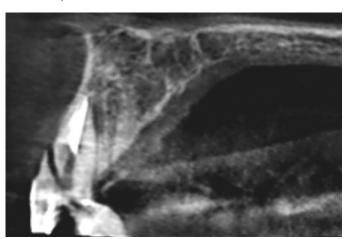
Сагиттальный срез 3D компьютерной томограммы 21. Диагноз — перелом корня
